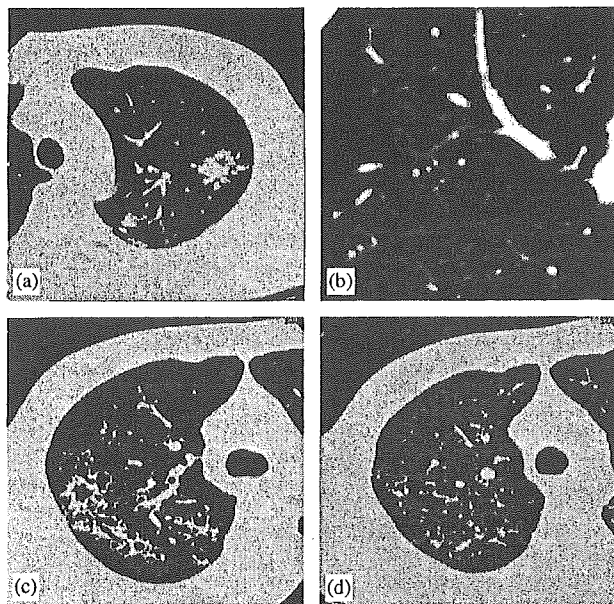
Radiological findings before treatment of tuberculosis (a and b) and after the onset of pulmonary Langerhans-cell histiocytosis (PLCH) (c and d). Before treatment of tuberculosis, high-resolution computed tomography (HRCT) of the left upper lobe showed large nodular lesions surrounded by multiple small centrilobular nodules occurring in clusters and appearance of tree-in-bud (a). Several small thin-walled centrilobular cysts were scattered in the right upper and middle lung field, although apparent nodular lesions suggesting PLCH were not detected (b). After the onset of PLCH, multiple thick- and thin-walled cysts and ill-defined centrilobular opacities were seen mainly in the upper and mid-lungs on HRCT (c). Thickness of the cysts was lessened and apparent centrilobular nodules decreased on HRCT after the cessation of smoking (d).
